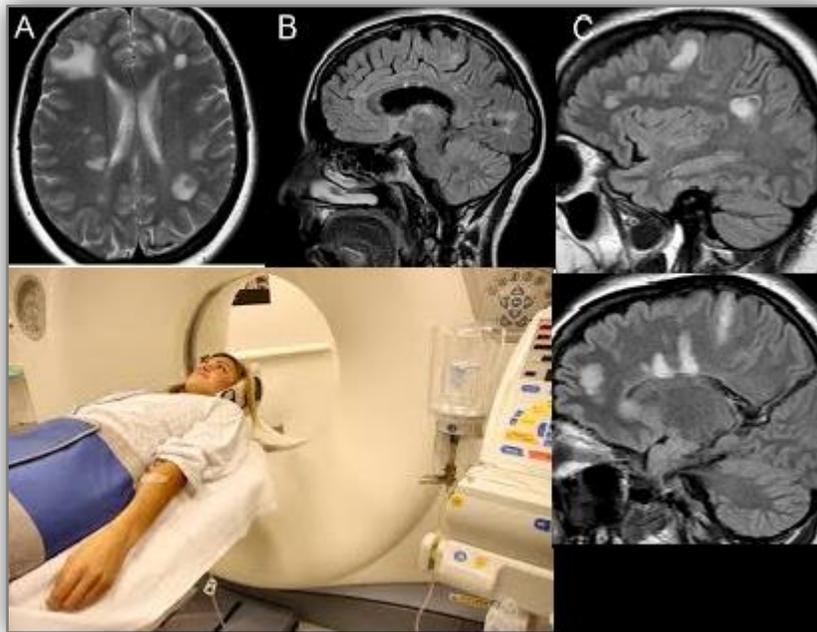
Imágenes de lesiones de EM con resonancia magnética⁴³
